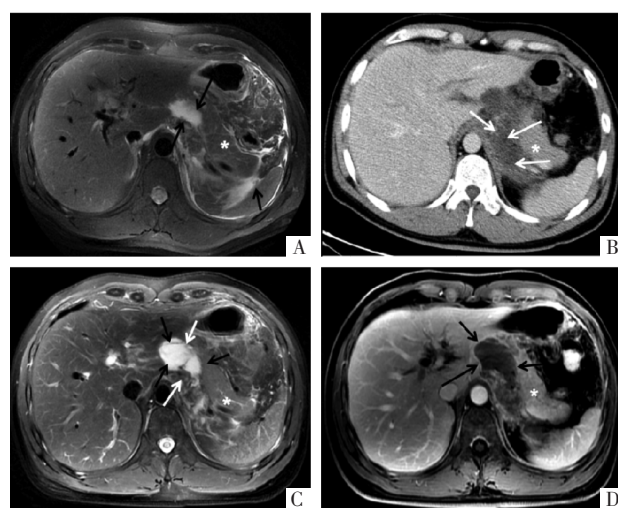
病人男,46岁,上腹痛1 d入院。A图 入院1 d FSE T₂WI抑脂像示胰腺体尾部周围及脾周斑片状液体信号影(黑箭),胰腺显示信号均匀。B图 治疗1周后CT增强扫描静脉期示胰腺强化均匀(*),胰腺体尾部周围不均匀液体密度影环绕(白箭),脾周积液基本吸收。C、D图 治疗后20 d复查,FSE T₂WI抑脂像示胰腺体部WON形成(黑箭),其内片状、条带状低密度坏死组织影(白箭),WON环形壁呈稍低信号;GRE T₁WI抑脂增强扫描延迟期见WON环形强化的壁(黑箭)。
